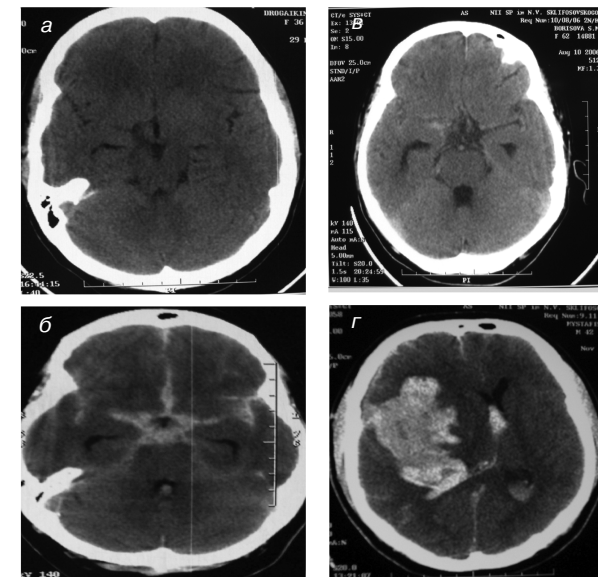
КТ в аксиальной проекции: а – кровоизлияние не визуализируется (I тип по шкале C.Fisher); б – толщина сгустков в базальных цистернах менее 1 мм (II тип по шкале C.Fisher); в – толщина сгустков в базальных цистернах более 1 мм (III тип по шкале C.Fisher); г – внутримозговая гематома с прорывом крови в желудочковую систему (IV тип по шкале C.Fisher).
